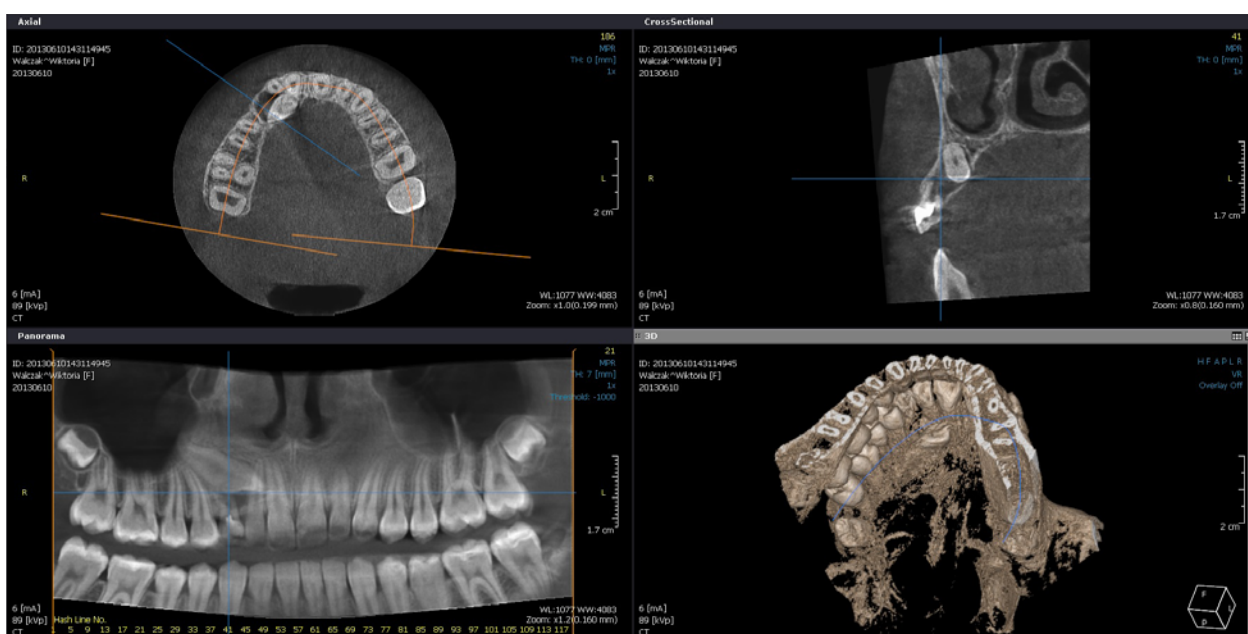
CT volumetric tomography (Cone-Beam Computed Tomography). The pantomographic study showed abnormal topography of the upper right canine. This projection does not allow to establish the accurate position of the impacted canine relative to the other teeth
